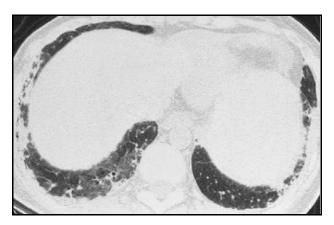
LES e pneumonia intersticial usual. TC mostra aspecto em favo de mel na região subpleural e aspecto em vidro despolido nas bases de ambos os pulmões. *Adaptado de Kim et al.* (2002). ⁴⁰
